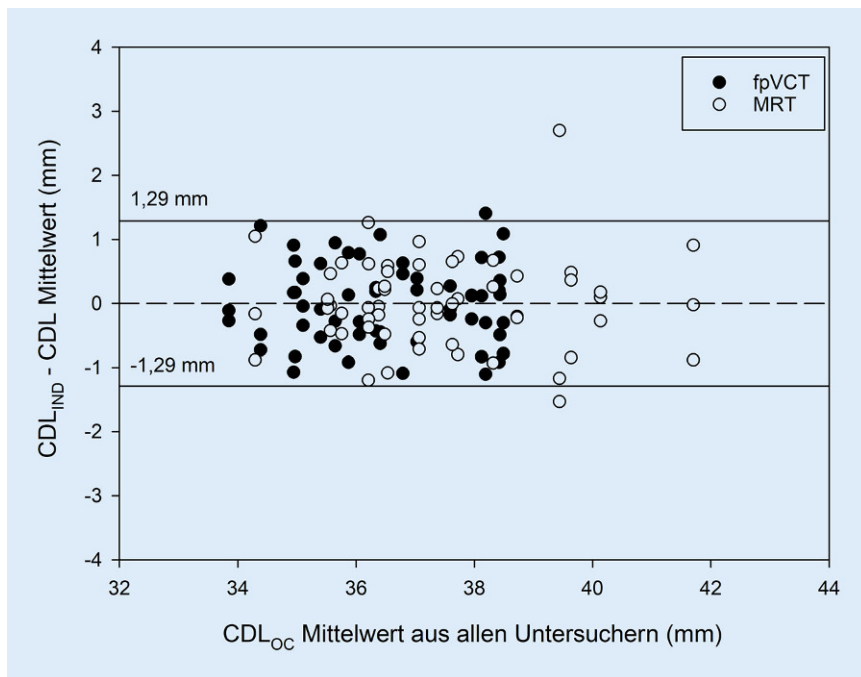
▲ Bland-Altman-Plot zur Darstellung der Diskrepanz der Messungen in Abhängigkeit von den Untersuchern. *Gestrichelte Linie* Mittelwert der Differenz aus CDL_{IND} und CDL Mittelwert. *Durchgezogene Linien* $\pm 1,96 \times$ Standardabweichung der Differenz, dazwischen befinden sich klinisch akzeptable Abweichungen. Die Bildgebungsmodalitäten sind durch unterschiedliche Symbole gekennzeichnet. *Punkt*: MRT Magnetresonanztomographie, *Kreis*: fpVCT Flachdetektor-Volumen-Computertomographie, CDL_{OC} Länge des Ductus cochlearis auf Höhe des Corti-Organs, CDL_{IND} CDL_{OC} -Messung der individuellen Untersucher
